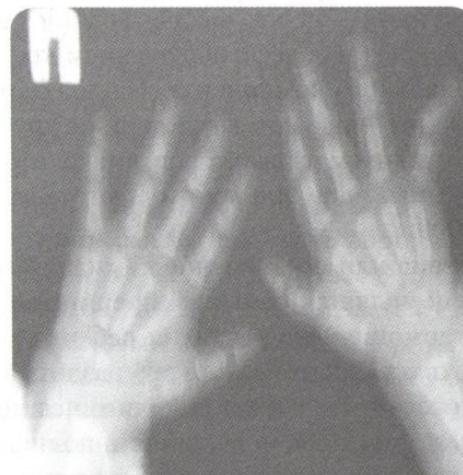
Рентгенограмма больного с клинодактилией V пальца левой кисти
